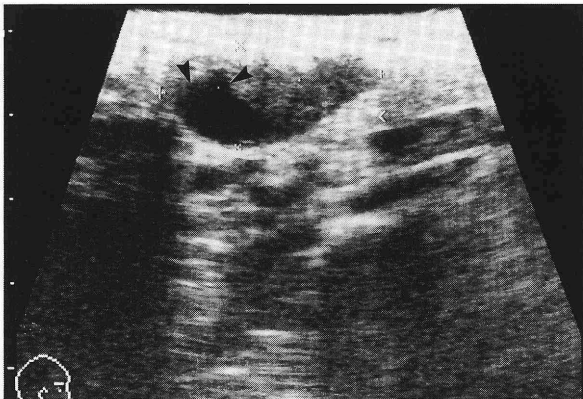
超音波断層撮影 (1994.2.23) 冠状断像:
